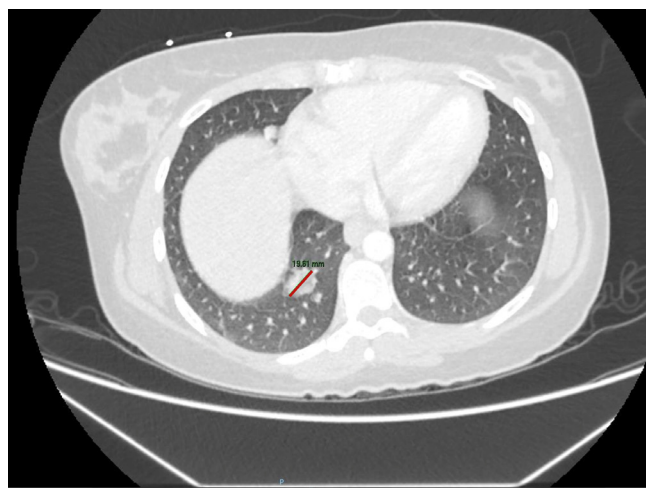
TC torácico donde se observa nódulo pulmonar de hasta 2 cm en lóbulo inferior derecho (línea roja).
